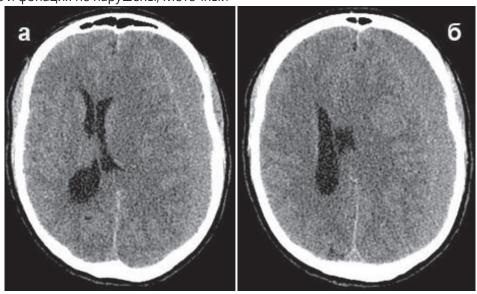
СКТ при поступлении (18.01.2022): а, 6 – аксиальные срезы; смещение срединных структур вправо на 14 мм, субарахноидальные щели по конвексу слева не визуализируются, выявляется изоденсивная хроническая субдуральная гематома слева
